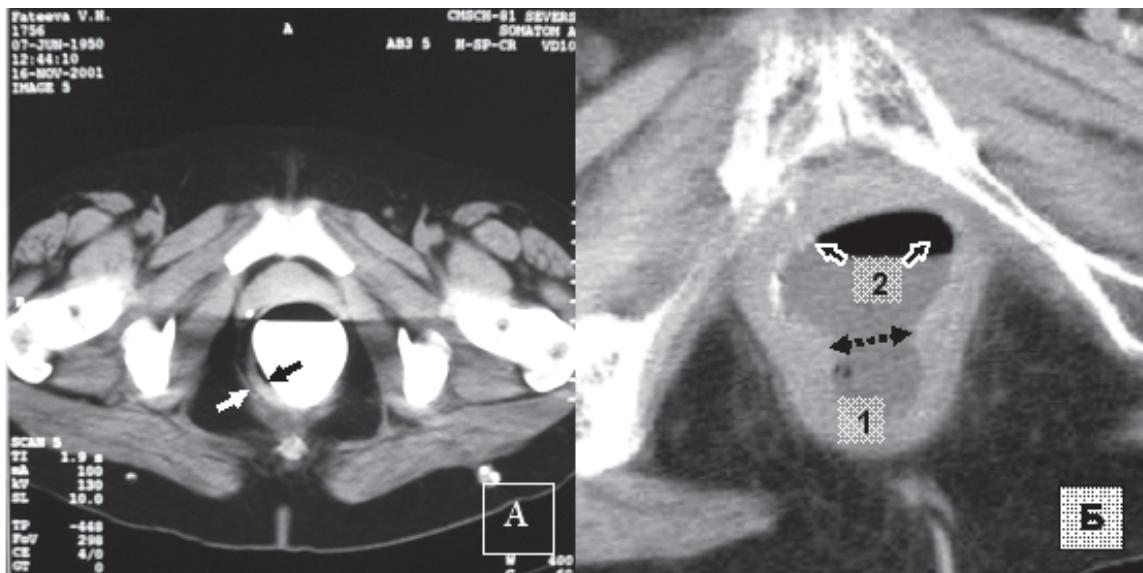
Компьютерная томография органов таза: А – блюдообразная опухоль нижнеампулярного отдела прямой кишки ($T_2N_0M_0$), деформирующая контур баллона на 8 часах (указаны стрелками); Б – область перехода баллона из ампулы прямой кишки (1) через свищевое отверстие (указано пунктирной линией) во
